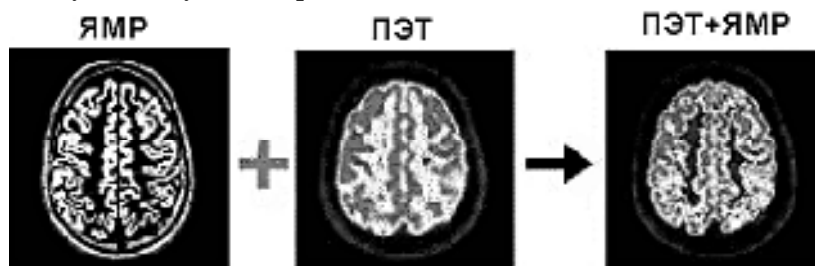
Совмещение ЯМР и ПЭТ томографий мозга: а – ЯМР-томография; б – ПЭТ; в – ЯМР+ПЭТ.
